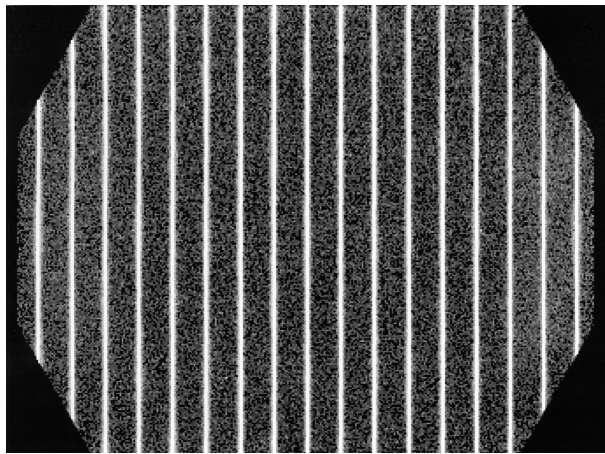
Сцинтиграмма при щелевом коллиматоре вдоль оси  $Y$ .
